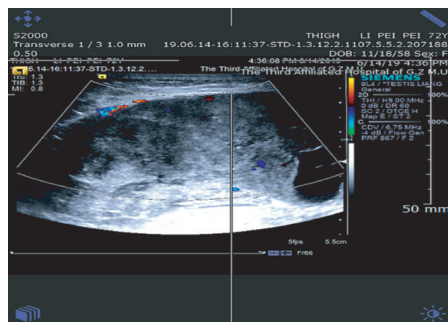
超声检查示肿块周边可探及条状血流信号,内可探及点状血流信号
